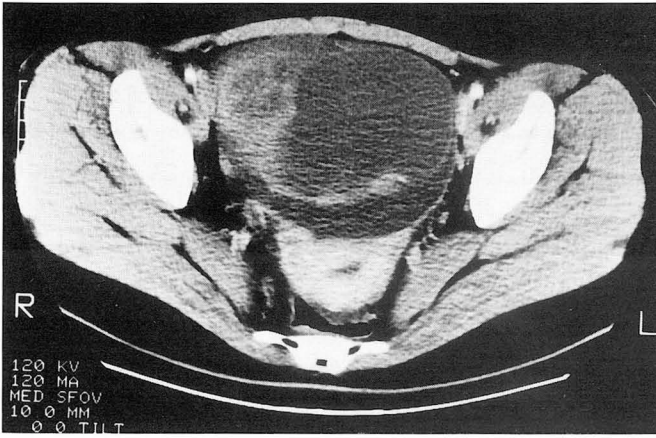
A. Enhanced CT scan shows cystic mass with thin septa in inferior portion of mass mainly.
